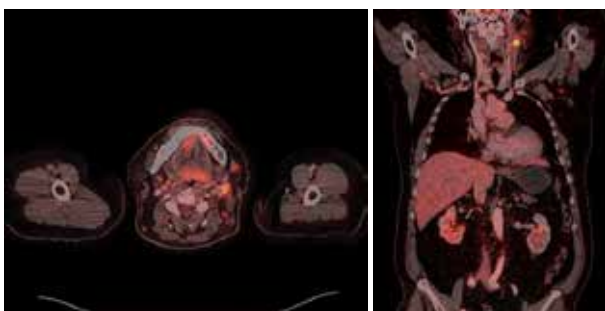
Частичный ответ по результатам ПЭТ/КТ от 06.10.2021
